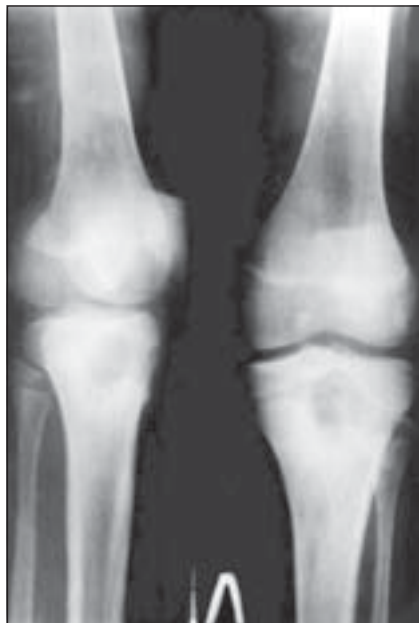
Абсцес Brodie великогомілкової кістки. Оглядова рентгенограма
